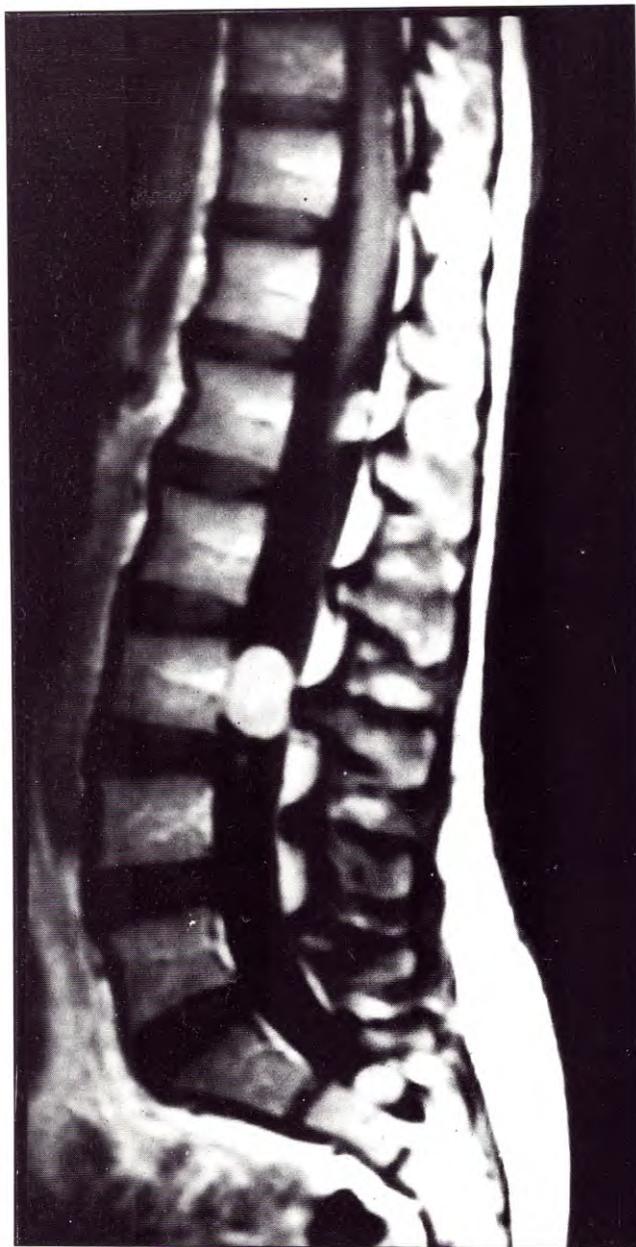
IRM preoperatoria: nódulos tumorales a nivel L1, L3 y S2.
